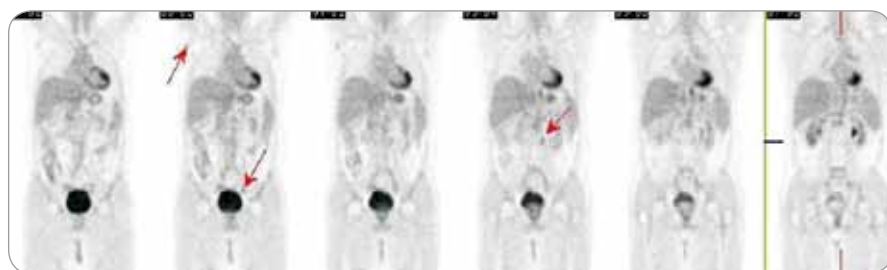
PET + CT červenec 2009.
